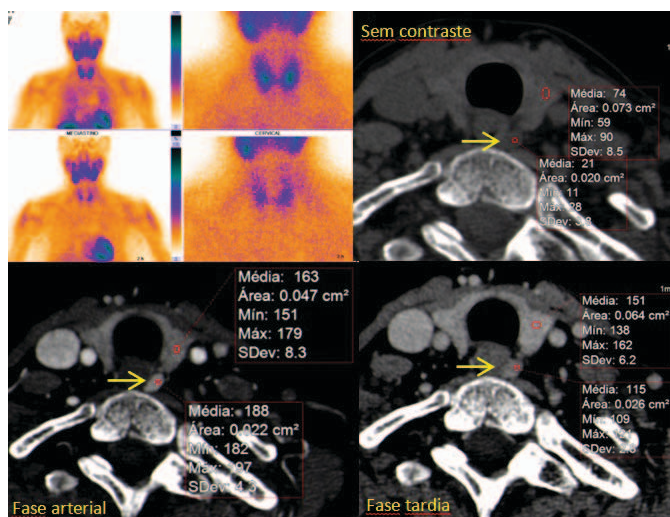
Caso 5: Mulher de 71 anos, com história de fracturas patológicas. Após ecografia e cintigrafia negativas, realizou TC-4D, que detectou um nódulo em topografia profunda, compatível com adenoma paratiroideu esquerdo.
